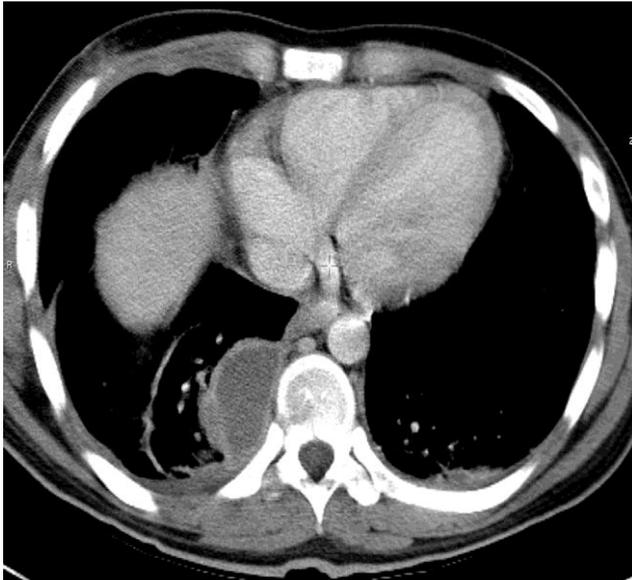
Computertomographisches Bild eines paravertebralen Pleuraempyems auf der rechten Seite [110]
